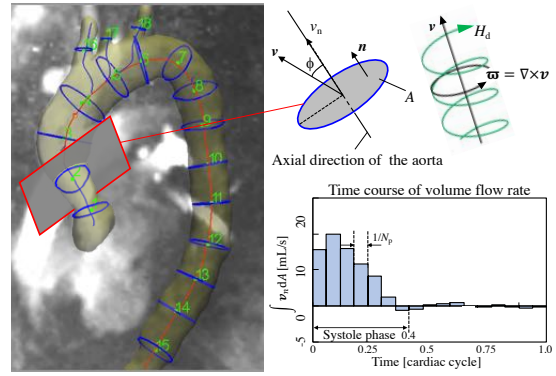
4D-flow MRI による大動脈の流れの評価。
